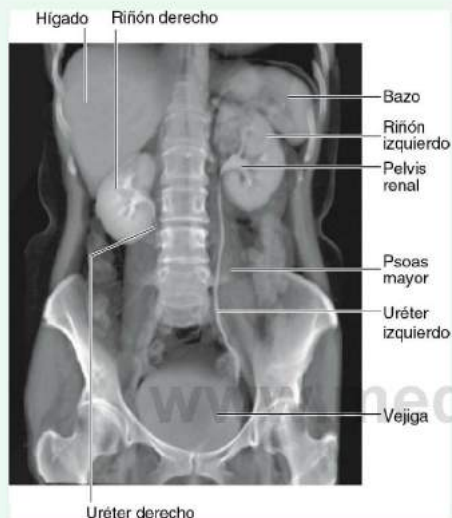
Proyección coronal de una urografía realizada mediante tomografía computarizada multidetector.
